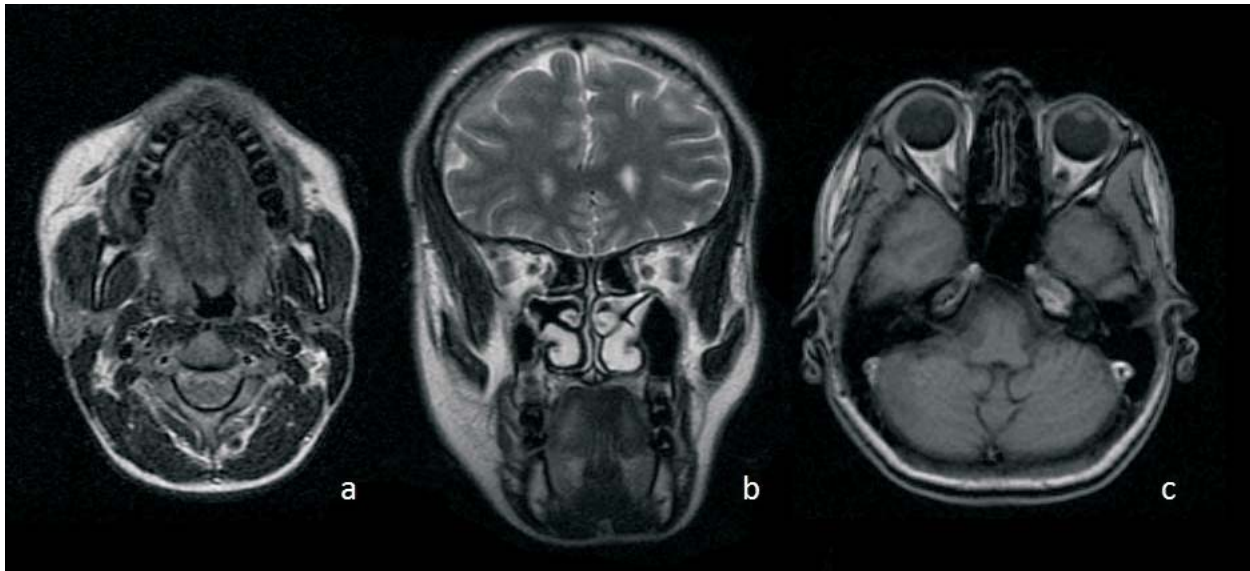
a) IRM corte axial. b) IRM corte coronal, en los cuales se observa la disminución de los tejidos blandos del lado izquierdo. c) IRM corte axial en el cual es visible la asimetría entre ambos globos oculares y la pérdida de tejido en la zona posterior del globo ocular izquierdo.
